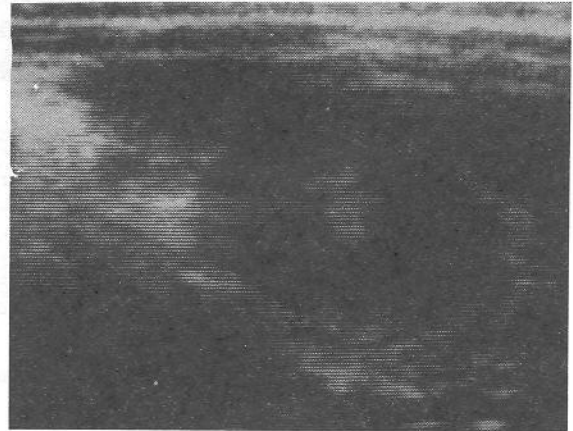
Hipertrofik pilor kasının longitudinal planda ultrasonografik görünümü. Kollabe mukoza hiperekojen gözükmemekte. Pilor kanal uzunluğu 20 mm., pilor kas kalınlığı 5 mm. ölçülmüştür.
